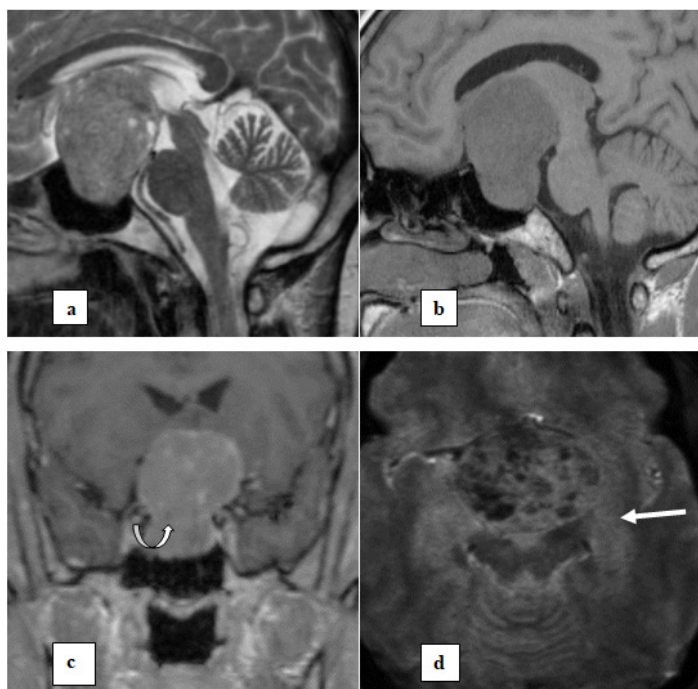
Patiente de 62 ans adressée pour céphalée et trouble de la vision. IRM cérébrale en sagittale T1(a), sagittale T2 (b), axiale T2 écho de gradient (c) et coronale T1 +C (d) montrant un macroadénome hypophysaire à développement supra et infrasellaire : aspect en « bouchon de champagne » (flèche droite) avec des stigmates hémorragiques en hypersignal T2 écho de gradient (flèche courbée)
